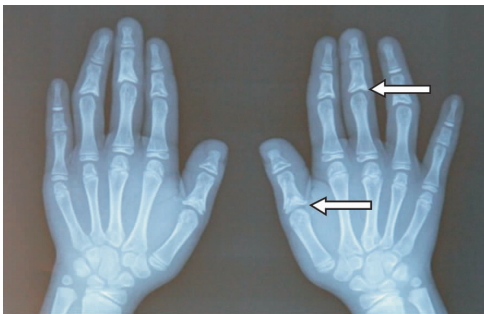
患儿双手 X 线平片图像 部分指骨骨骺呈锥形改变(箭头处),骨骺包埋,周围软组织增厚。
